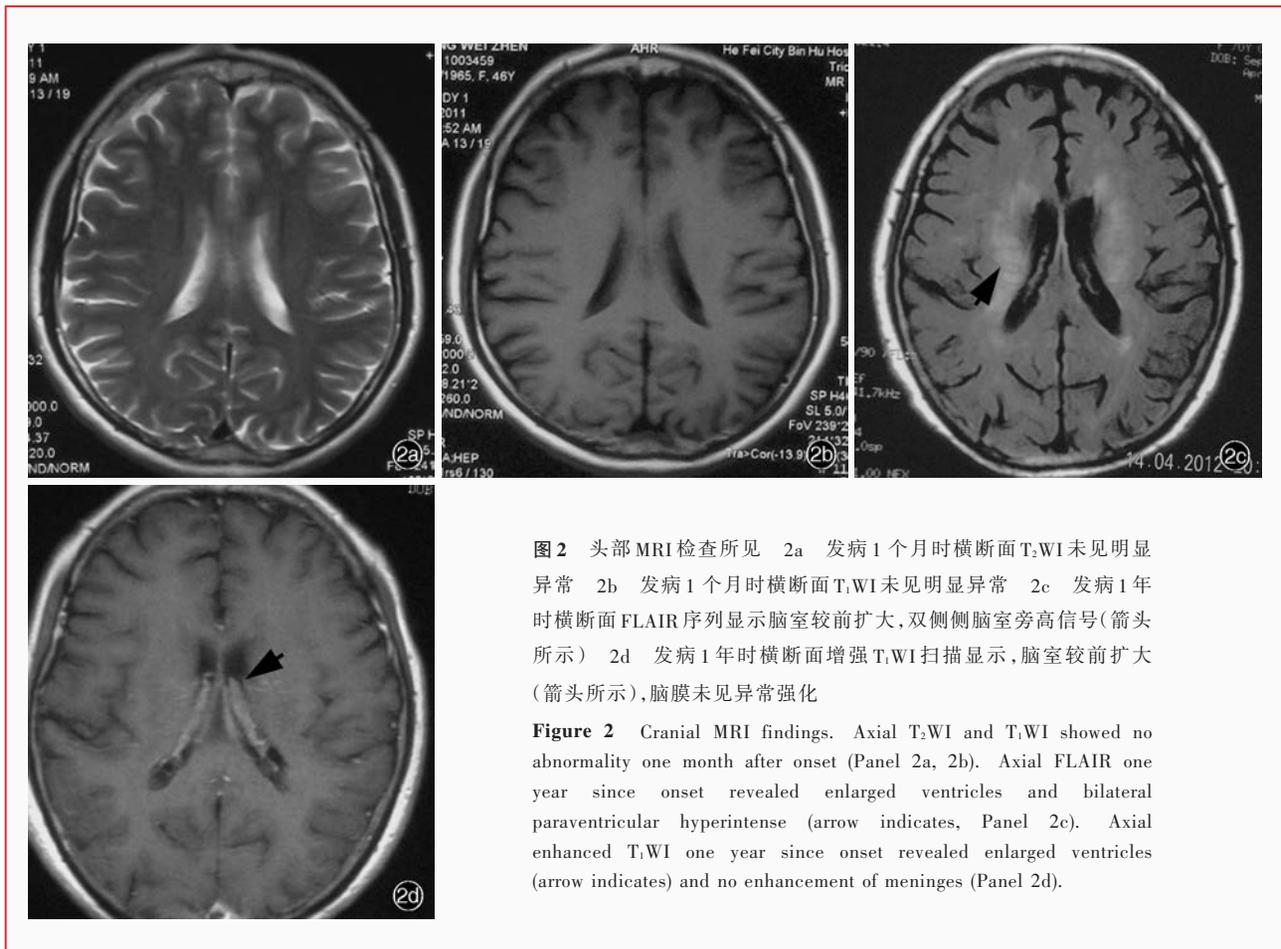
头部 MRI 检查所见 2a 发病 1 个月时横断面 T₂WI 未见明显异常 2b 发病 1 个月时横断面 T₁WI 未见明显异常 2c 发病 1 年时横断面 FLAIR 序列显示脑室较前扩大, 双侧侧脑室旁高信号(箭头所示) 2d 发病 1 年时横断面增强 T₁WI 扫描显示, 脑室较前扩大(箭头所示), 脑膜未见异常强化
